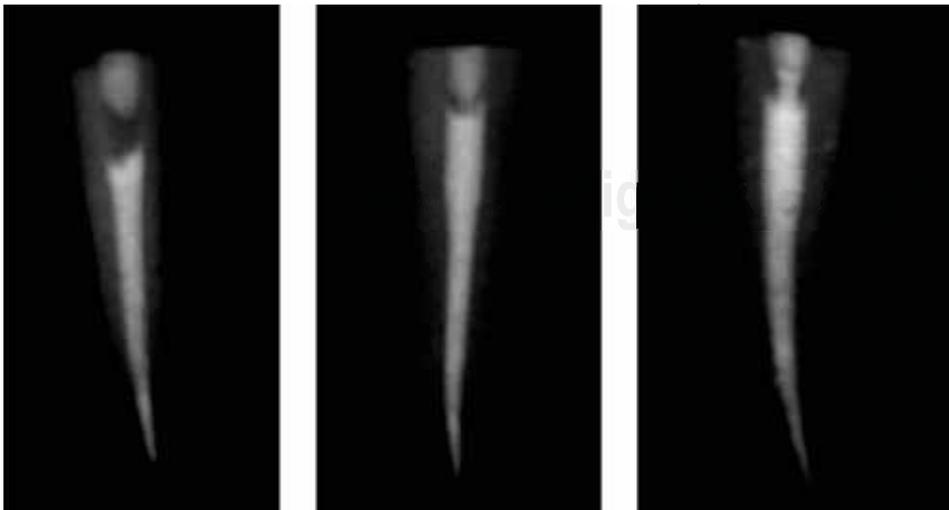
Radiografías de obturación.
